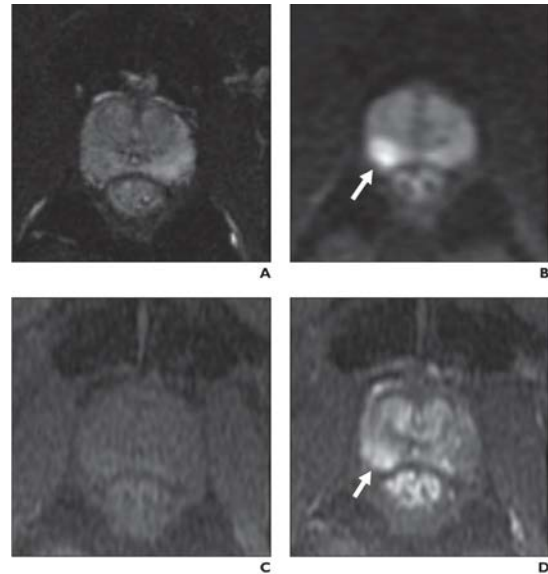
60 代男性、HDR-BT 後 28 か月、PSA 5.27 ng/mL. 右の辺縁領域に拡散強調画像 (B) で高信号 (矢印)、造影ダイナミックで早期濃染 (C; 造影前、D 造影早期相) (矢印) を示すグリーソンスコア 7 の前立腺癌を検出した。しかしながら T2 強調画像では低信号を示す腫瘍を HDR-BT 後の変化により指摘することが困難であった。
